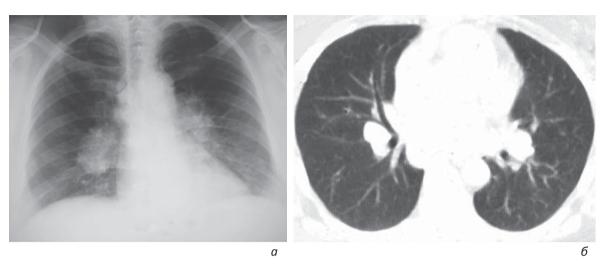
Рентгенограмма (а) и КТ (б) внутригрудного саркоидоза I стадии
